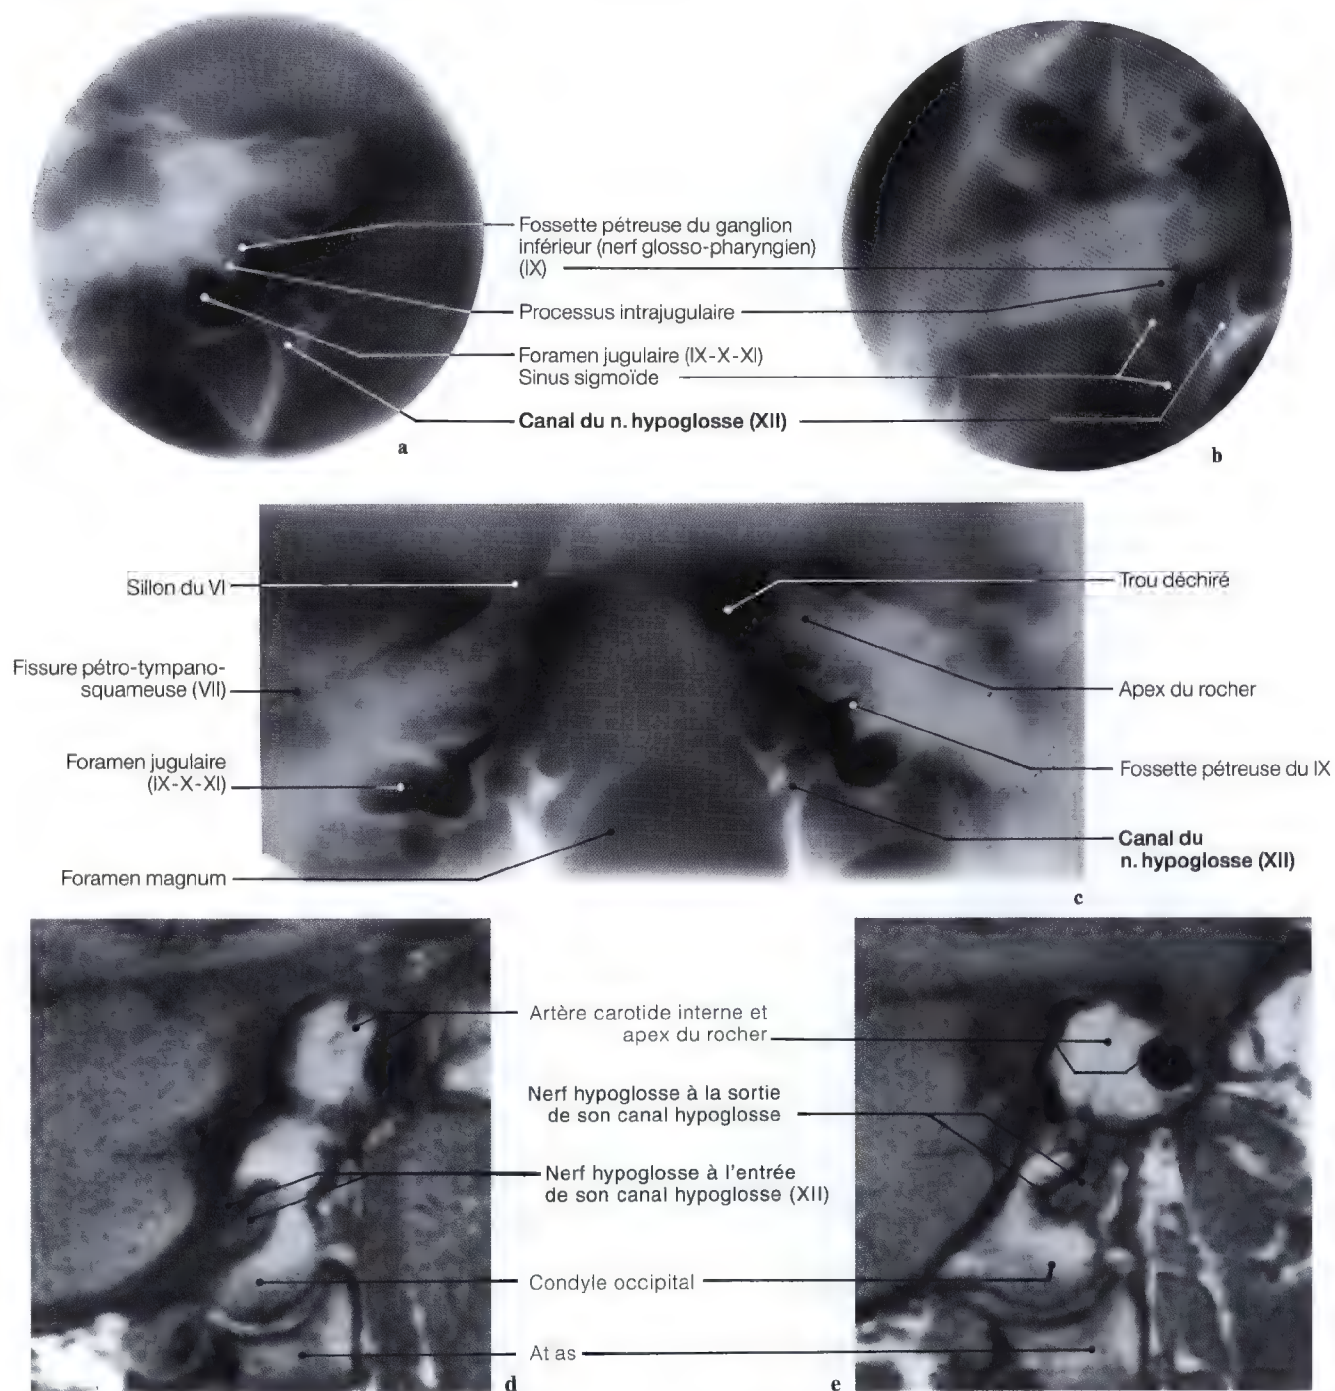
a-e. Tomographie et IRM du canal du nerf hypoglosse en vues oblique (a), axiale (b), semi-axiale (c) et vues sagittales (d, e) du nerf hypoglosse traversant le canal de l'hypoglosse (XII); d entrée du XII; e sortie du XII
